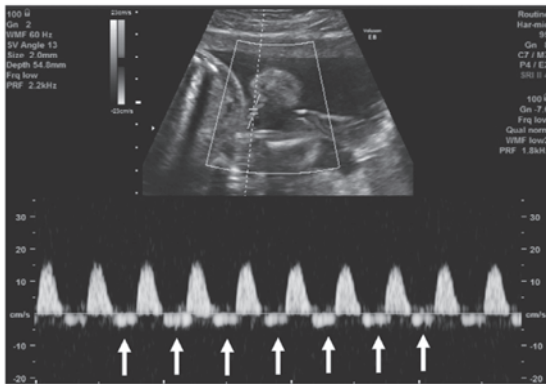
超音波パルスドプラ法による臍帯動脈血流検査
